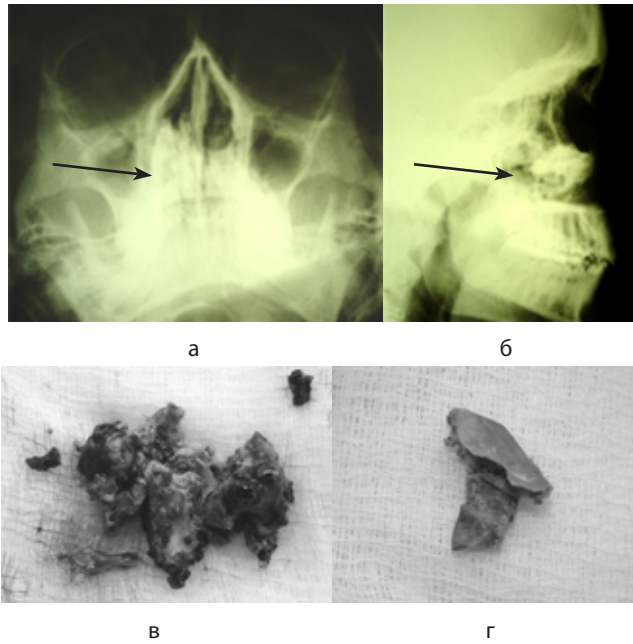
Рентгенограмма больной В., 21 год: а – носо-подбородочная проекция; б – боковая проекция (инородное тело полости носа указано стрелкой - Ринолит); в – удаленный ринолит; г - полиэтиленовая пленка, обнаруженная внутри ринолита.
